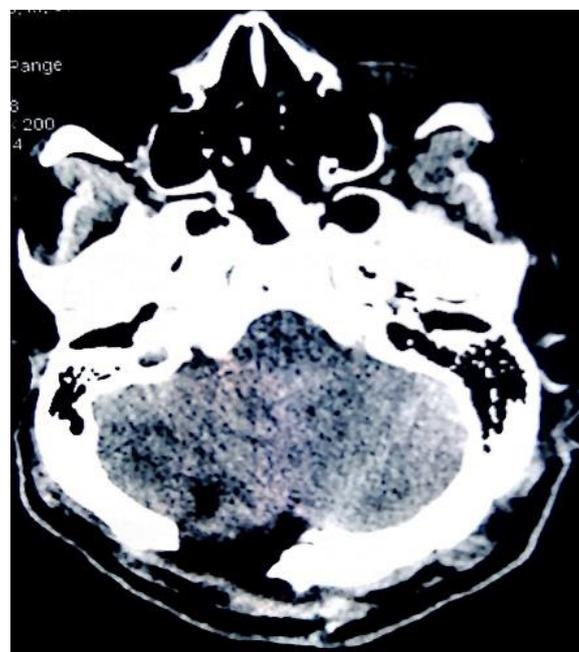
TDM à J14 post opératoire
